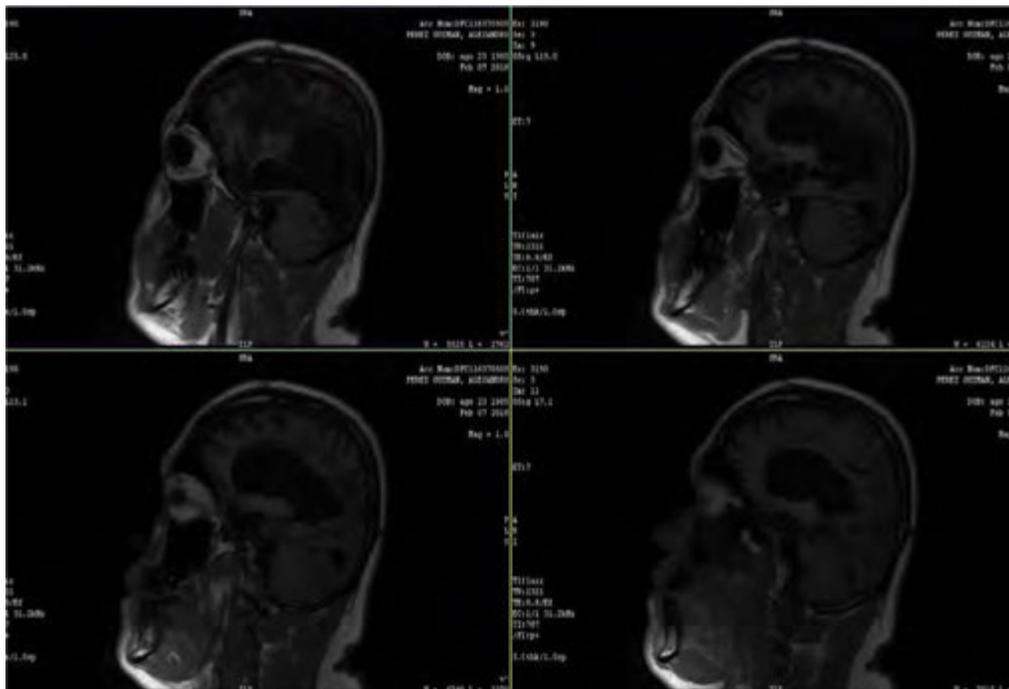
Imagen potenciada T1 FLAIR en proyección sagital.
